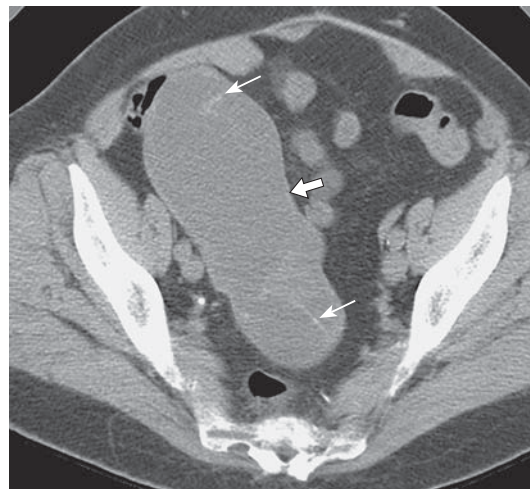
КТ-изображение цистаденокарциномы, мукоцеле червеобразного отростка, аксиальная проекция. Кистовидное образование неправильной формы с тонкими стенками (стрелка), в полости которого определяется множество тонких перегородок (тонкие стрелки).
